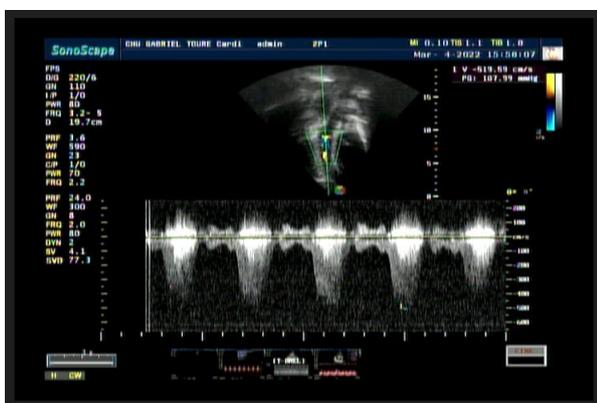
incidence apicale 5 cavités avec doppler continu axée sur l’obstruction intra-VD
